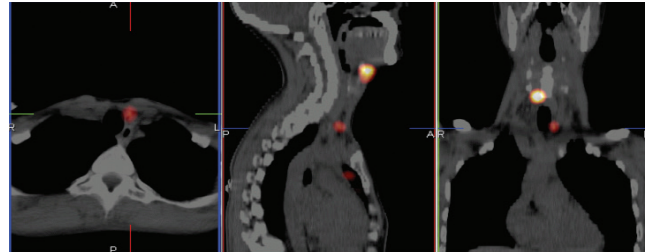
Tek foton emisyon bilgisayarlı tomografi/bilgisayarlı tomografi görüntülerinde hiyoid kemik bitişiğinde anteriorda orta hatta yerleşimli fonksiyonel bakiye tiroit dokusu lehine değerlendirilen artmış aktivite tutulum odağı izlenmektedir
